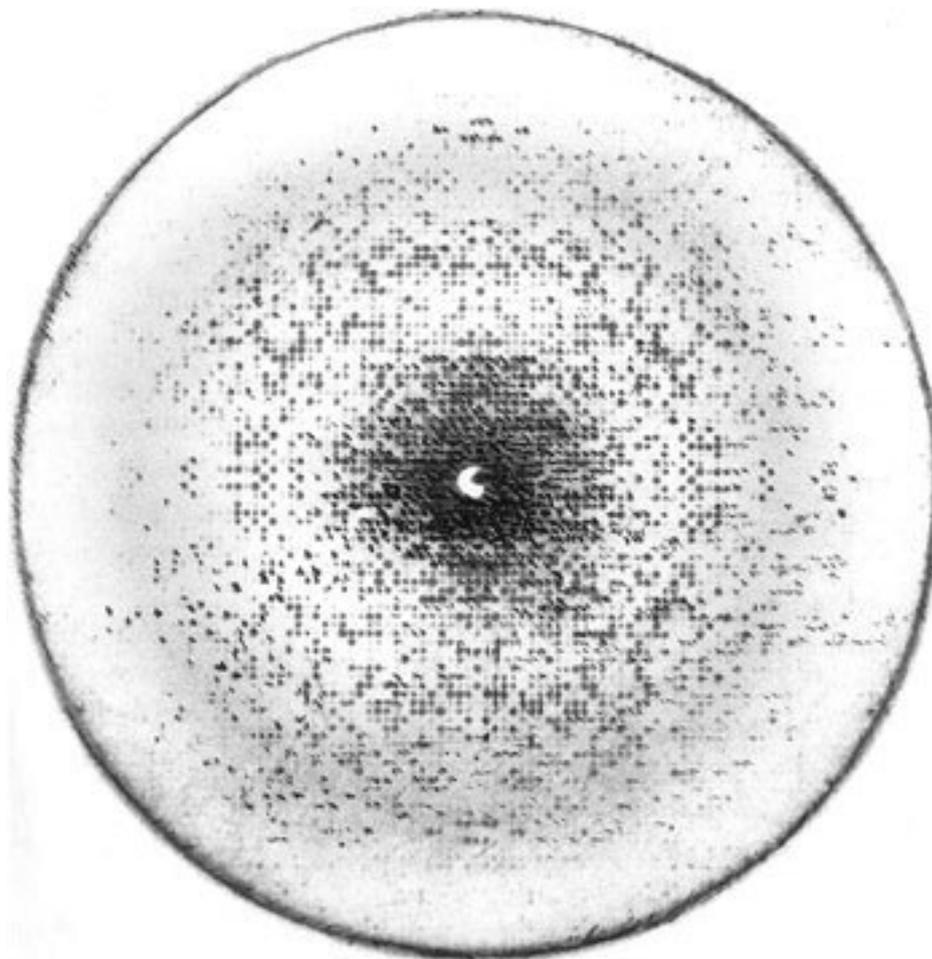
Так выглядит рентгенограмма кристалла белка
